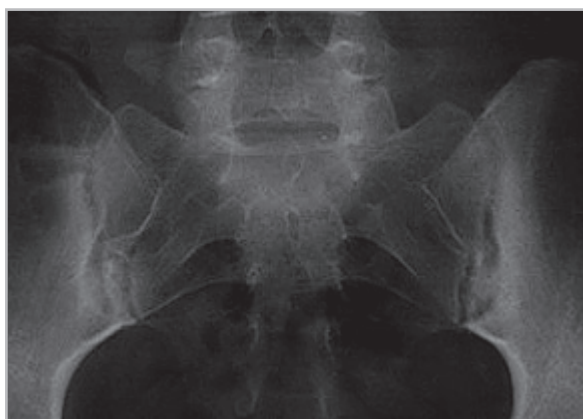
Стандартная рентгенограмма КПС в прямой проекции. В субхондральных отделах тел обеих подвздошных костей определяются признаки остеосклероза, суставная щель левого КПС неравномерно расширена
